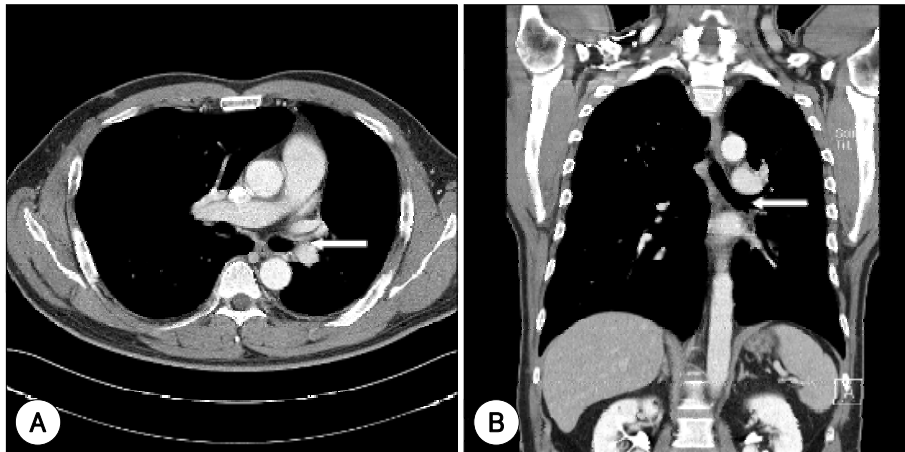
Postoperative chest CT scan. Note that endobronchial mass was completely removed in left main bronchus (arrows) and previous atelectasis of lung parenchyma was resolved (A & B).
